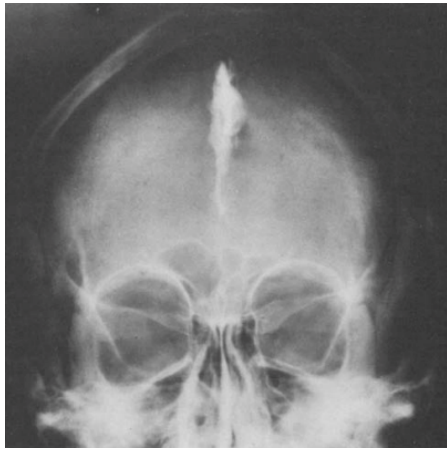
(120) Radiographie du crâne de face montrant une importante calcification de la faux du cerveau chez une patiente âgée de 41 ans atteinte du syndrome de Gorlin
